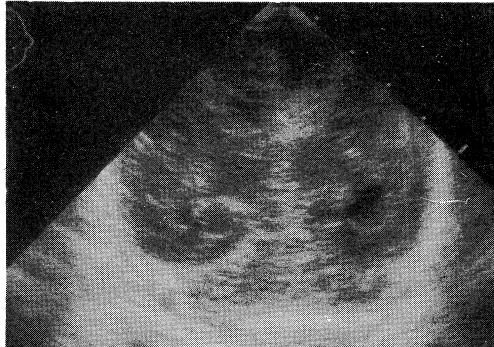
Ultrasonography of case 1 on admission, the scan shows intraventricular hemorrhage as high echoic lesion.
